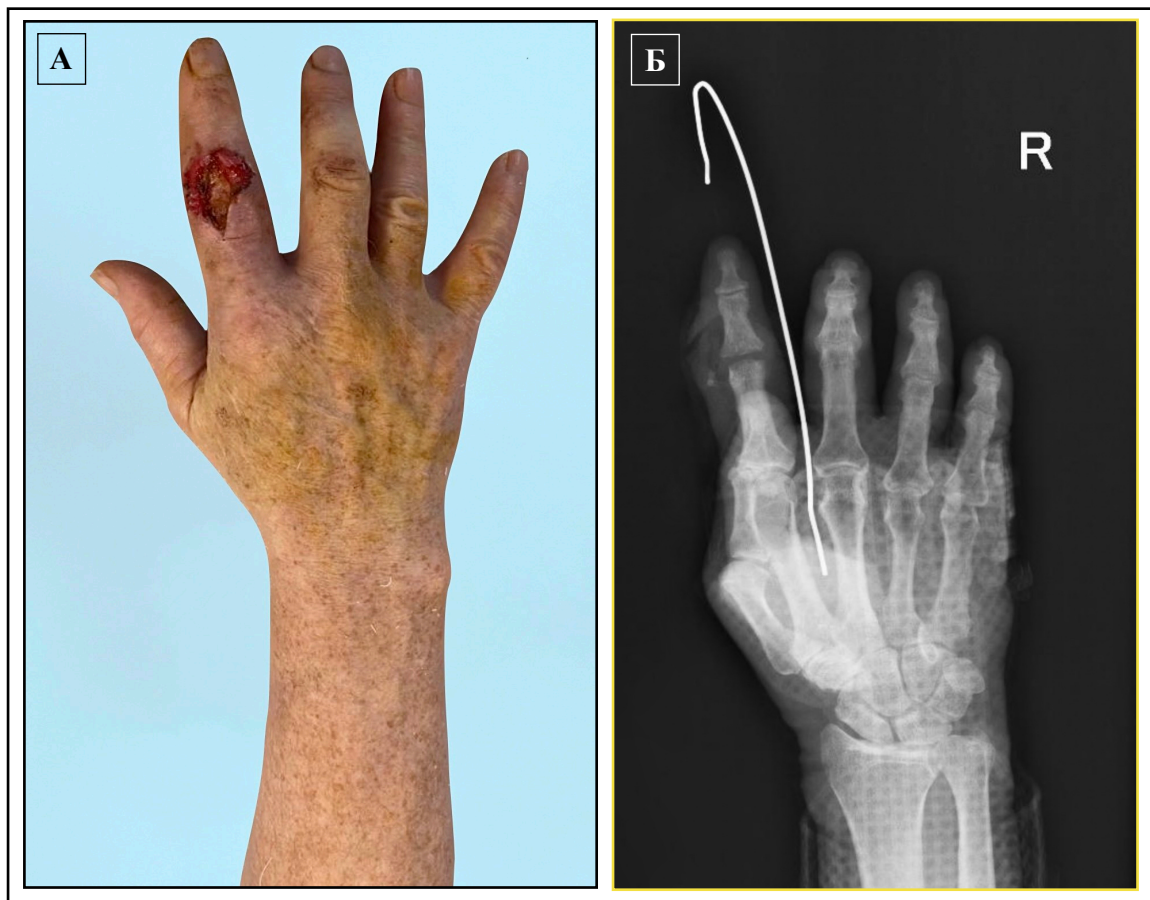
Гнойный артрит (с остеомиелитом) проксимального межфалангового сустава II пальца правой кисти – после проникающего ранения шипом растения: А – клиническая картина при госпитализации, Б – рентгенограмма на момент госпитализации
